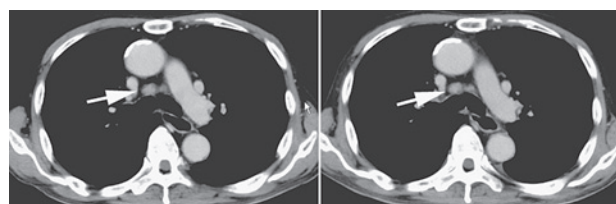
造影CT：リンパ節106preは治療前後で大きさの変化なし
